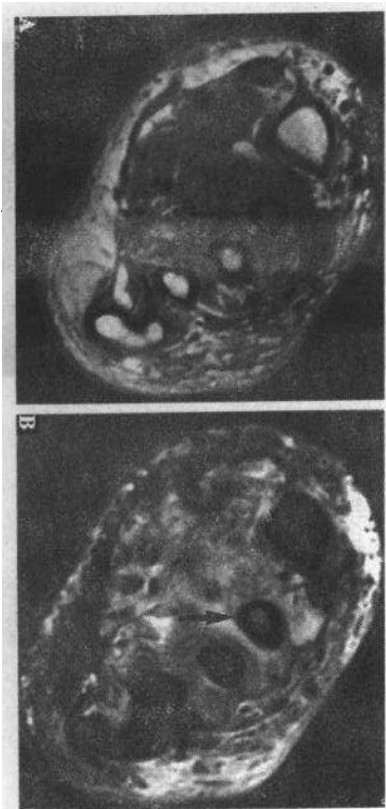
第二腰椎骨髓炎—MRI:(A) T1 加权像和(B) T2 加权像横断成像, T1 信号普遍减低和第二腰椎内 T2 信号增强(箭示), 代表骨髓水肿。这种表现与骨髓炎相符合。明显的类似的异常信号也在周围软组织内出现, 表明深部软组织感染
